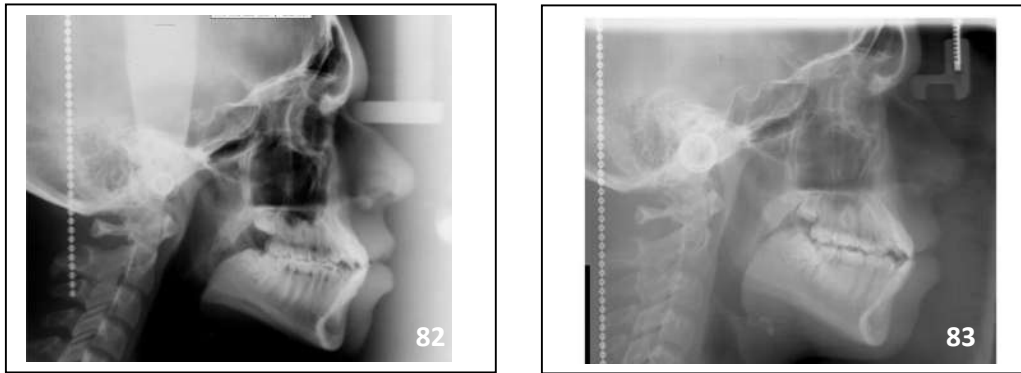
Radiografía lateral de cráneo inicial (82) y final (83).
